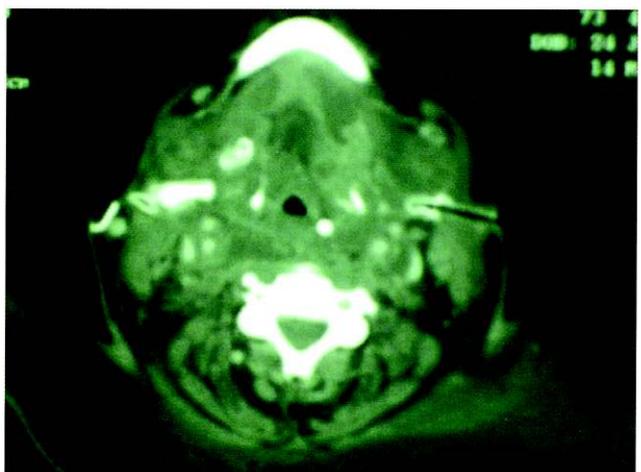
TAC cervical: colección purulenta que afecta al suelo de la boca
